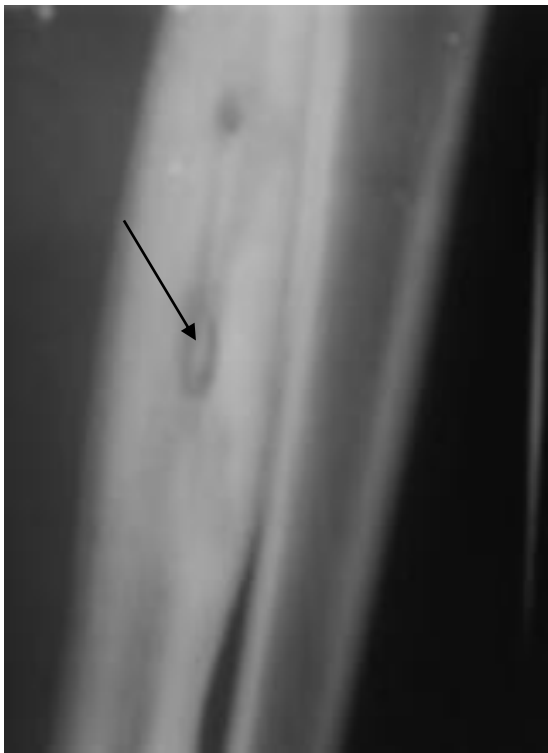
Прицельная рентгенограмма костей голени в прямой проекции. Большеберцовая кость деформирована, увеличена в размерах, определяются признаки остеонекроза: секвестральная полость с секвестром (стрелка), окруженная обширной зоной остеосклероза. Хронический остеомиелит большеберцовой кости
